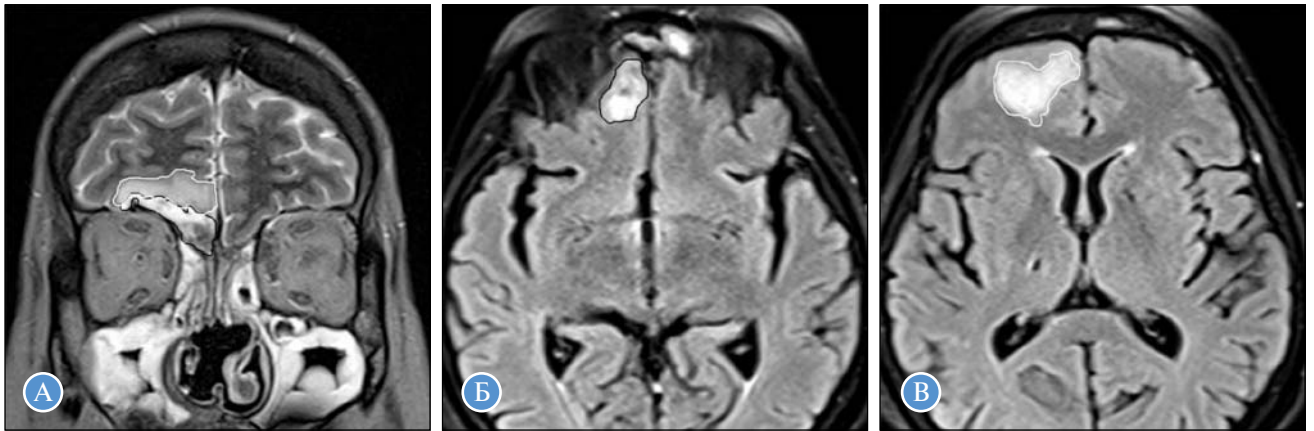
МРТ головного мозга и околоносовых пазух, корональная плоскость (А), аксиальная плоскость (Б, В): А – T2-ВИ; Б, В – FLAIR. Отмечается инвазия из пазух носа в полость черепа с вовлечением оболочек и вещества мозга. Зона менингоэнцефалита (черный контур) имеет неоднородный гиперинтенсивный МР-сигнал на T2-ВИ и FLAIR. По периферии зоны энцефалита определяется отек вещества мозга (белый контур)
